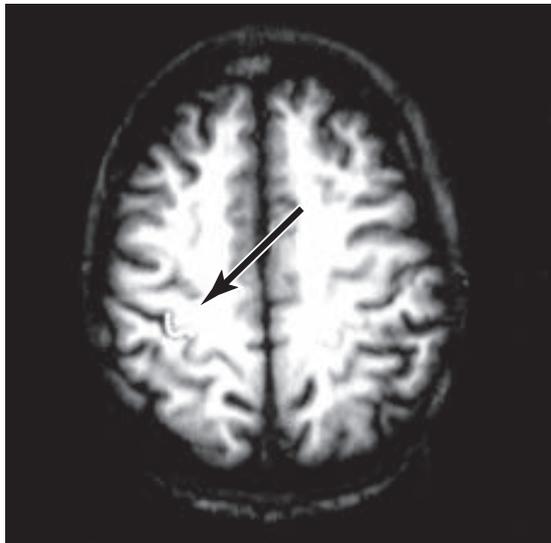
IRMf de un paciente durante el movimiento rápido de golpeteo de los dedos de la mano izquierda. Se aprecia un aumento del flujo sanguíneo relativo en la región de la franja motora derecha (flecha) y sobrepuesta en una IRM ponderada en T1 (T1-weighted). (Reproducido de Waxman SG. *Correlative Neuroanatomy*. 23a. ed. 1996.)
